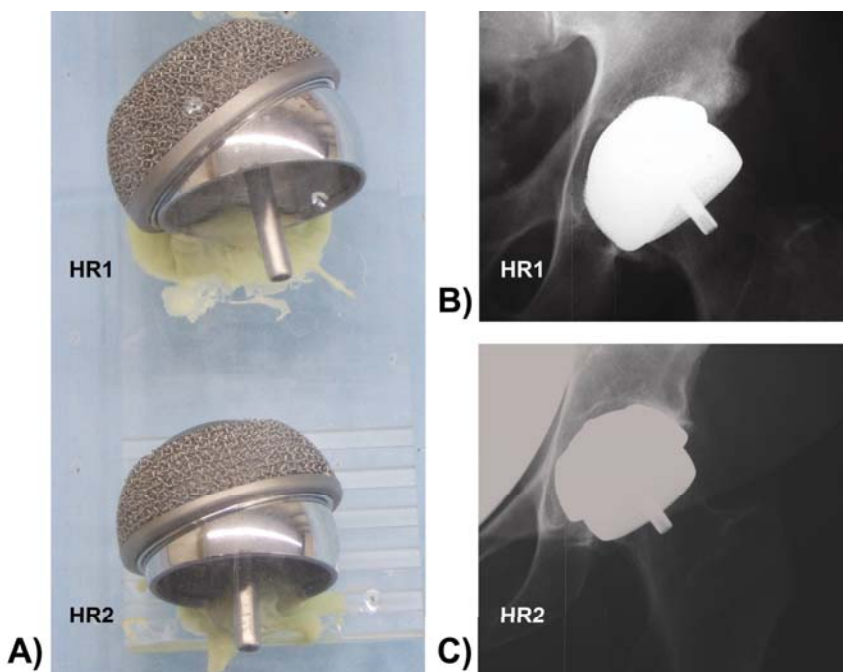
(A) Anordnung der beiden Hüftkopfkappenendoprothesen mit acetabulärer Pfanne auf der Plexiglasplatte des Phantommodells. Die Hüftkopfkappen wurden in zwei typischen Szenarien, wie diese aus konventionellen A-P-Röntgenaufnahmen zu entnehmen sind, mit Palacos®-Knochenzement auf der Plexiglasplatte fixiert. Die obere Hüftkopfkappe hat einen Durchmesser von 52 mm (HR-1), die untere 44 mm (HR-2). (B) Der distale Rand der Hüftkopfkappe wird teilweise durch die Hüftpfannenkomponente verdeckt. (C) Der distale Rand der Hüftkopfkappe ist komplett sichtbar, wird also durch die Hüftpfannenkomponente nicht verdeckt.
